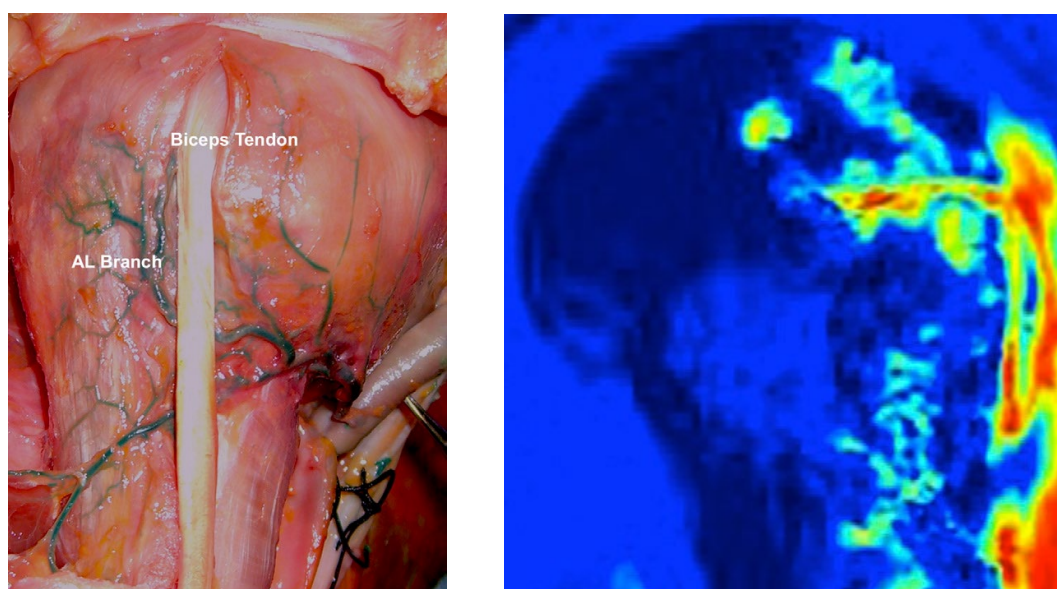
Artéria circunflexa umeral anterior e correspondente perfusão proximal do úmero avaliada por RMN
